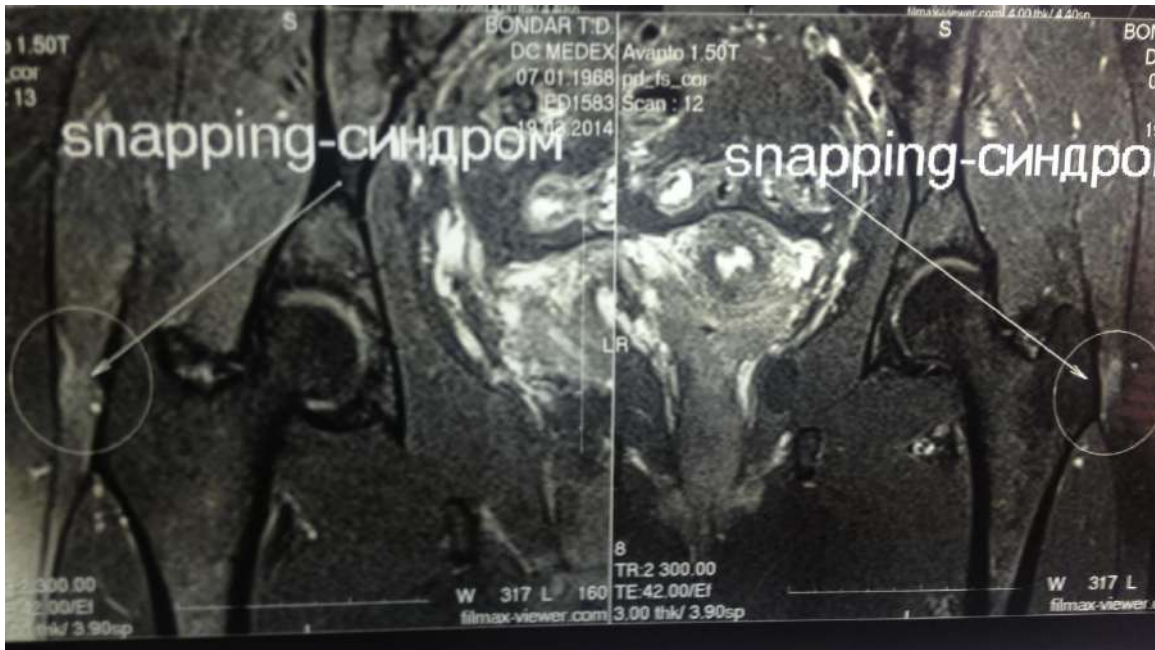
МРТ картина білатеральної тендинопатії *m. tensor fascia lata*
